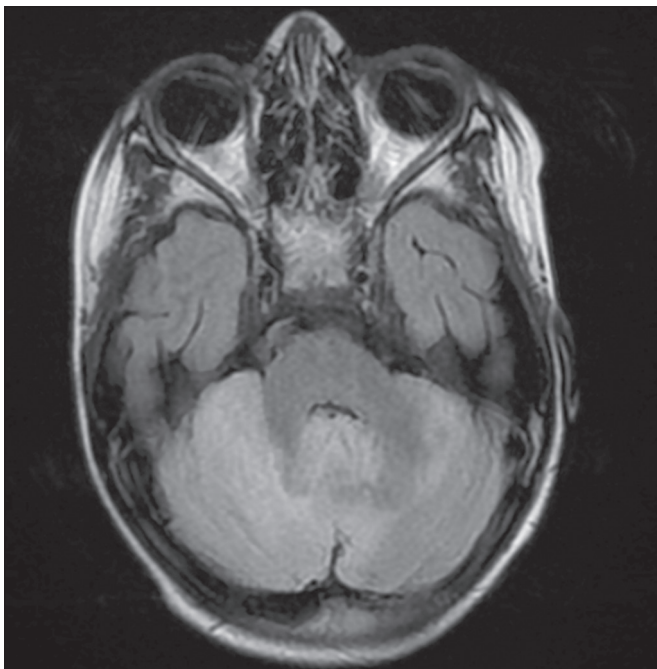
Cerebelite pelo vírus Epstein-Barr. RM, sequência FLAIR, corte axial demonstrando hiperintensidade difusa acometendo o cerebelo, mais evidente no hemisfério direito.
